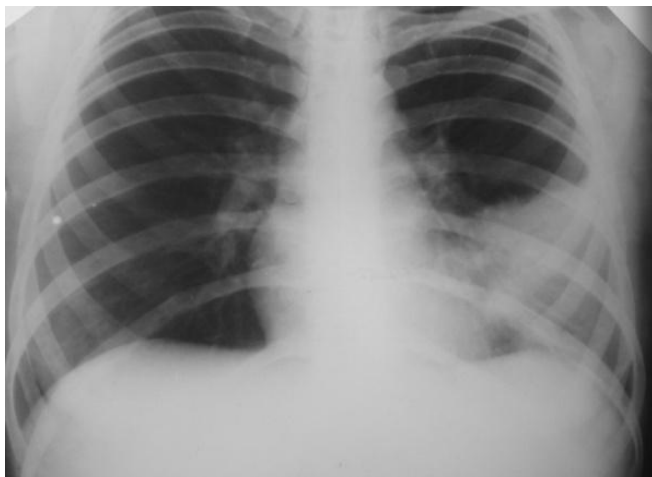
Рентгенограмма ОГК.
